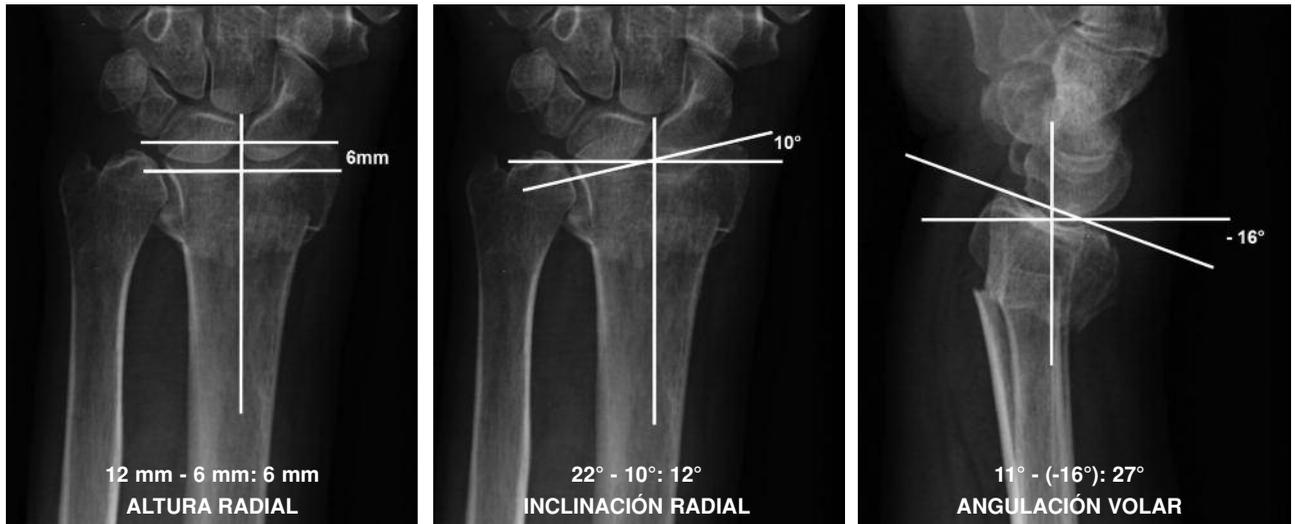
Paciente mujer de 51 años que sufrió una caída desde su propia altura. Fractura AO: A3. Radiografías prequirúrgicas. Fractura tratada con placa bloqueada volar.
